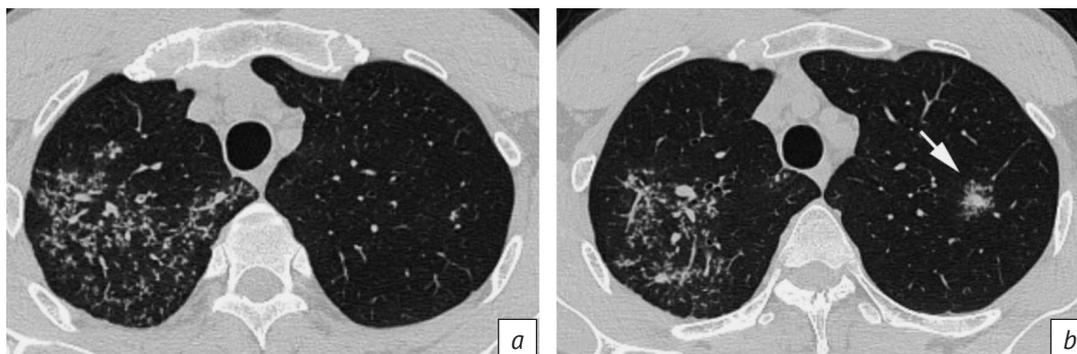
КТ-изображения в аксиальной проекции (а, б). Лимфогенная диссеминация в верхних отделах обоих легких, слева очаги формируют скопление в виде «галактики» (стрелка). Туберкулез подтвержден люминесцентной микроскопией мокроты (КУМ 5/100 п/зр), а также обнаружением ДНК МБТ. Изображения из архива авторов
